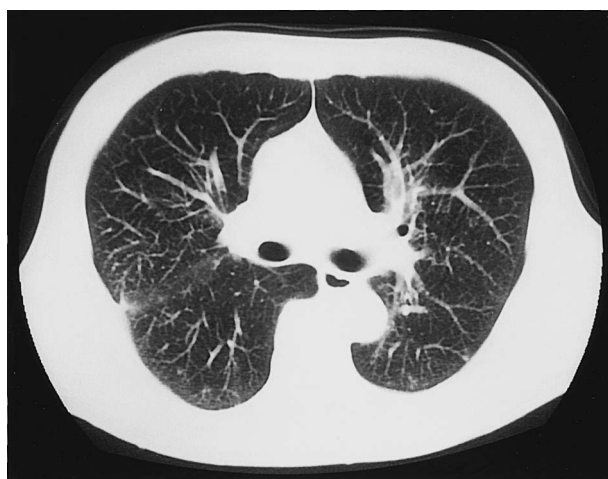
Chest CT scans showing almost normal status after 3 courses of chemotherapy.
